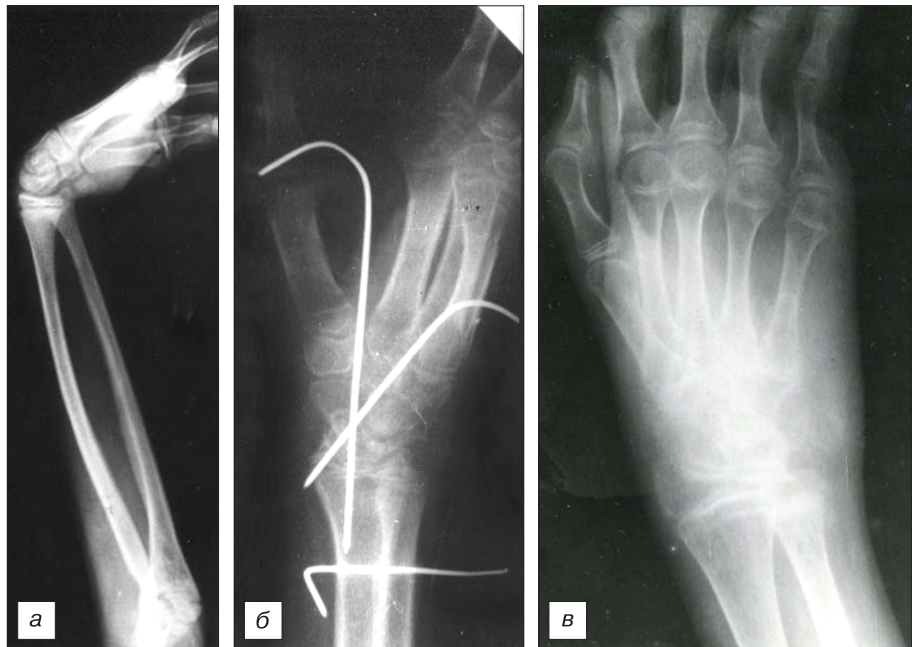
Пациент М., 13 лет. Рентгенограммы правого предплечья и кисти. а – до лечения: предплечье в положении пронации, кисть в положении ладонной флексии; б – после операции: через лучезапястный сустав и предплечье проведены спицы; в – через 1,5 года после операции: кисть в среднем положении.
